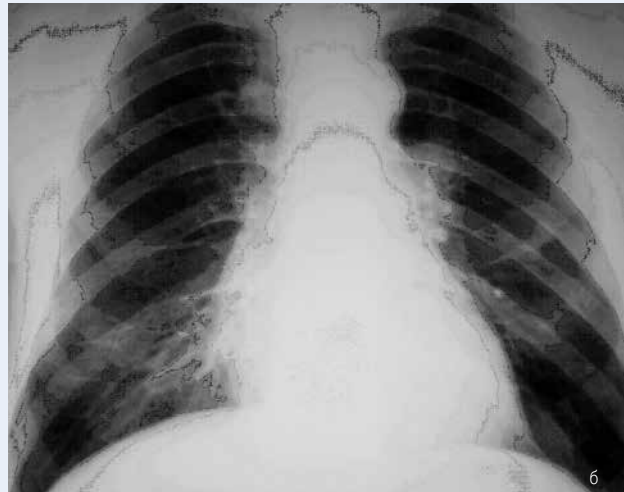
Больной И., 67 лет. Рак средней доли. Прямая (а) и боковая (б) рентгенограммы, в – боковая линейная томограмма, г – СКТ. Ателектаз С5, сужение Б5; компенсаторное вздутие С4
